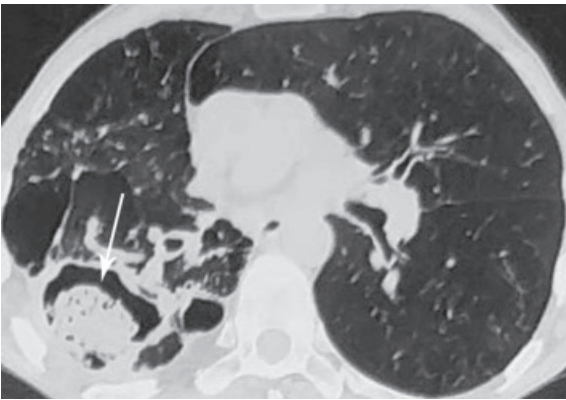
КТ-ознаки аспергіломи легень. Симптом «повітряного півмісяця» (стрілка).
